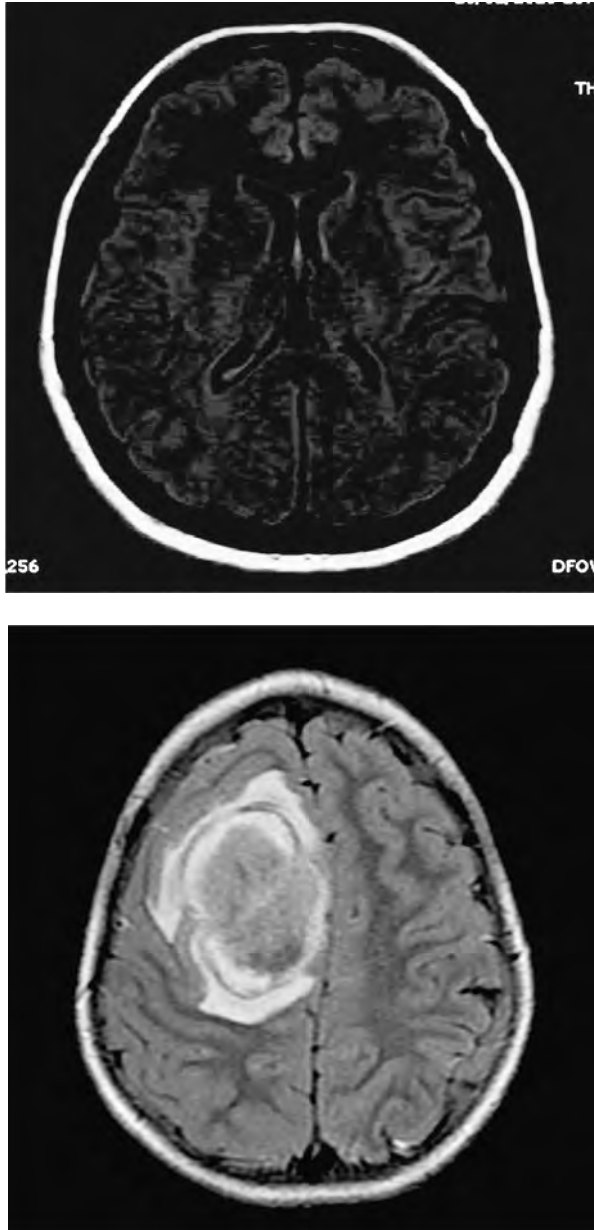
FLAIR. Es una secuencia potenciada en T2, en la que se anula la señal proveniente del líquido cefalorraquídeo. La sustancia blanca se observa de menor intensidad de señal en relación con la sustancia gris (típico de la potenciación en T2) y el líquido cefalorraquídeo hipointenso (figura 8a). Lesión intraaxial parasagital frontal derecha que ocupa espacio y está rodeada de edema, mejor visualizado en FLAIR como señal de alta intensidad (figura 8b).
